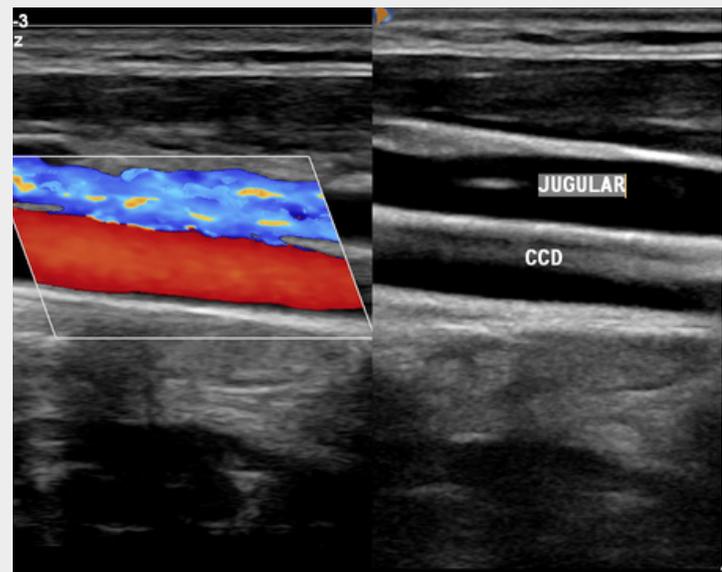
esquerda ilustrando a punção venosa central por veia jugular interna com auxílio de ultrassonografia. À direita, imagem ultrassonográfica dos vasos veia jugular acima e artéria carótida comum abaixo.
